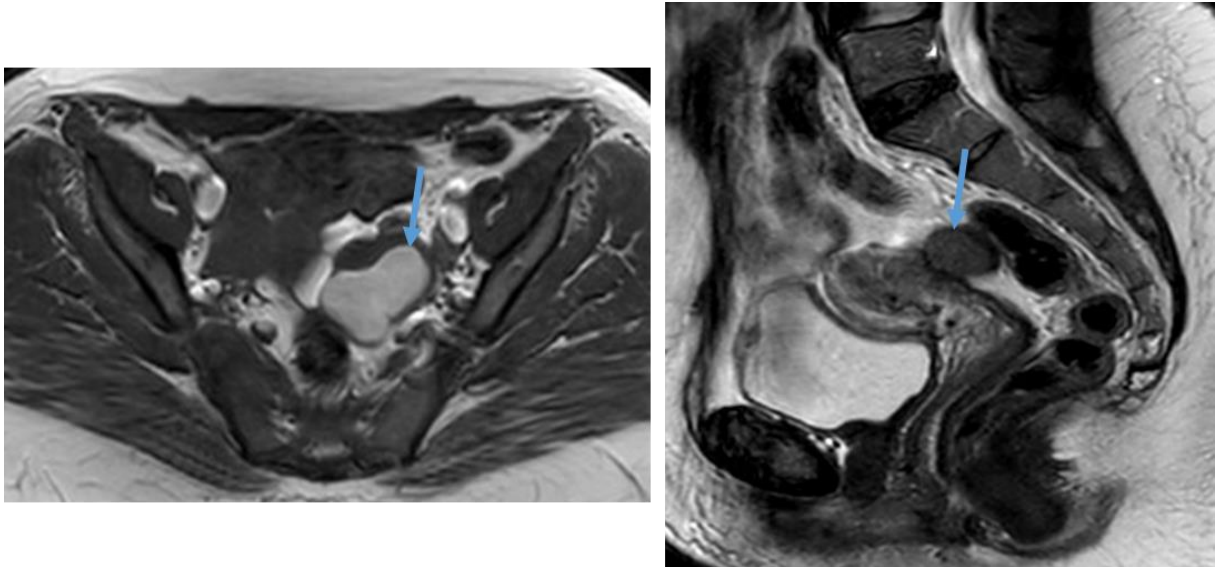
IRM en coupes axiale T1 et sagittale T2 mettant en évidence des implants endométriosiques en hypersignal T1 et hyposignal T2 relatif au niveau du CSD sans signe de rétraction notable.
